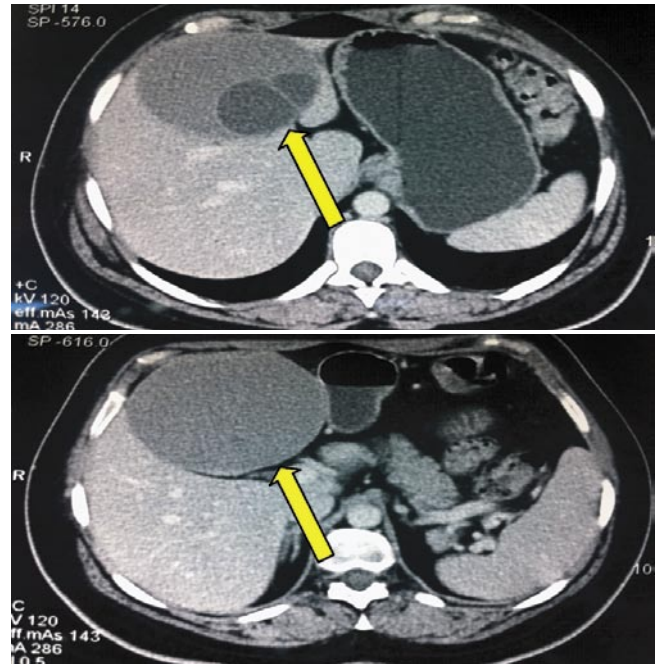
МСКТ Гигантская эхинококковая киста левой доли печени
